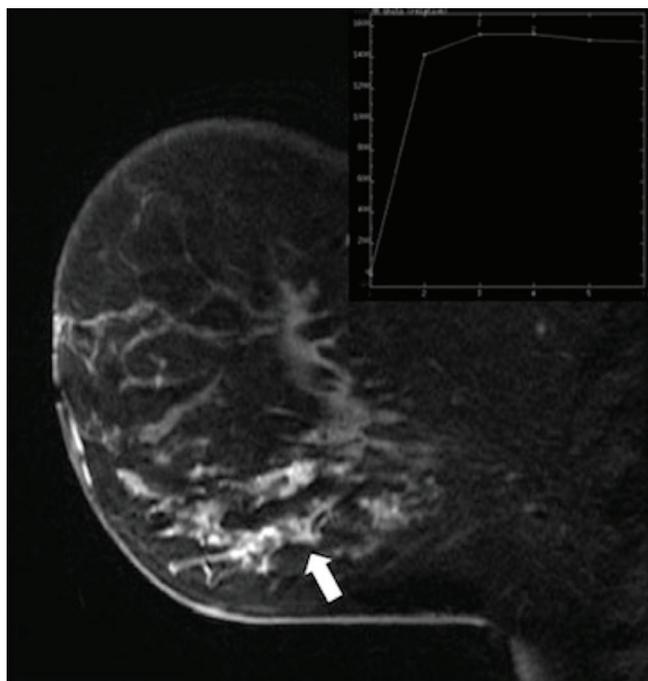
Sagittal fat-saturated post-contrast T1-weighted image with kinetic enhancement curve (detail). There is non-mass clumped enhancement in the lower quadrants of the left breast (arrow), with rapid initial enhancement and late phase plateau tendency (Type 2 curve). The lesion was proven to be high-grade ductal carcinoma *in situ* with necrosis, after surgical excision
